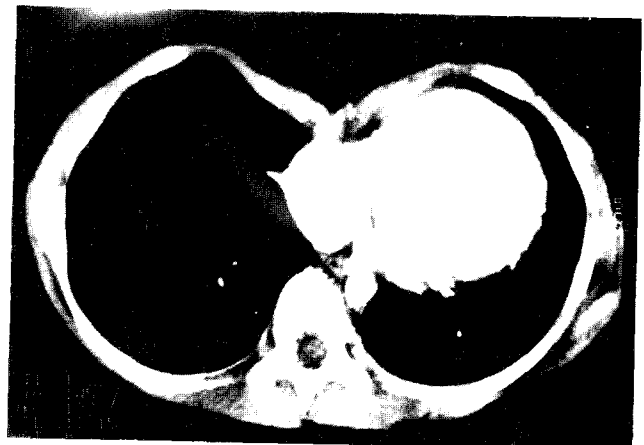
Preoperative computed tomography in childhood patient. CT index is 3.8
